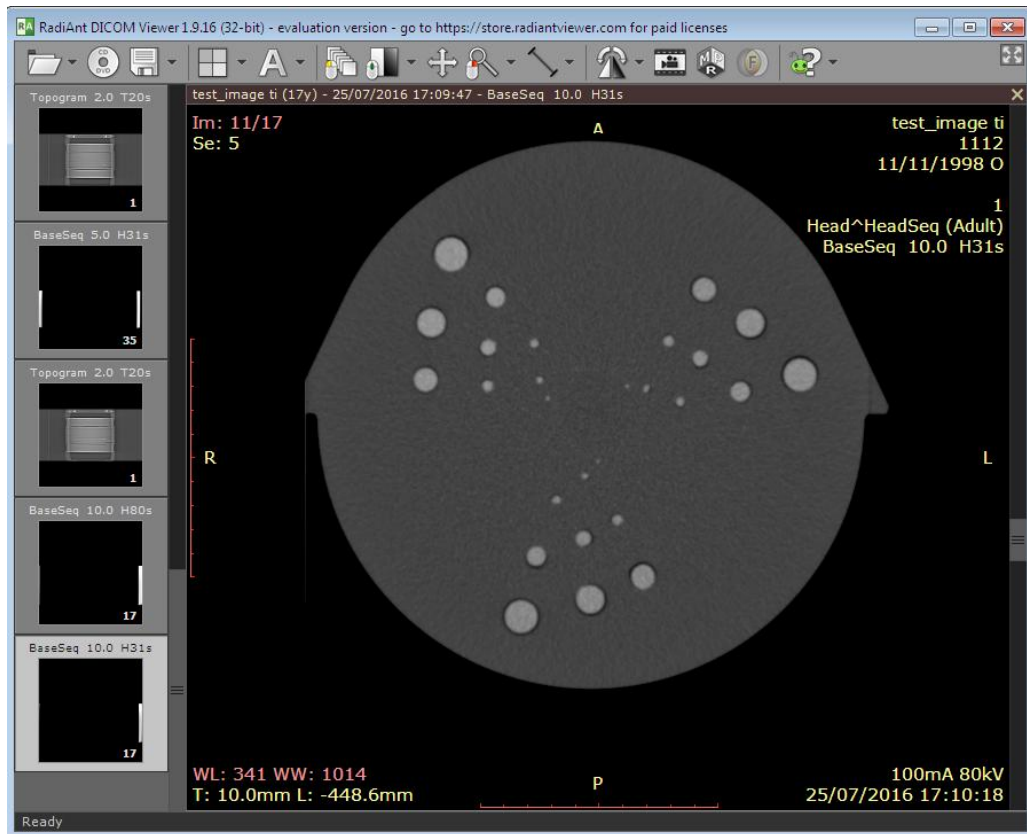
Ilustrimi figurativ i skanimit të modulit me kontrast të lartë (fantoma Pro-CT)
